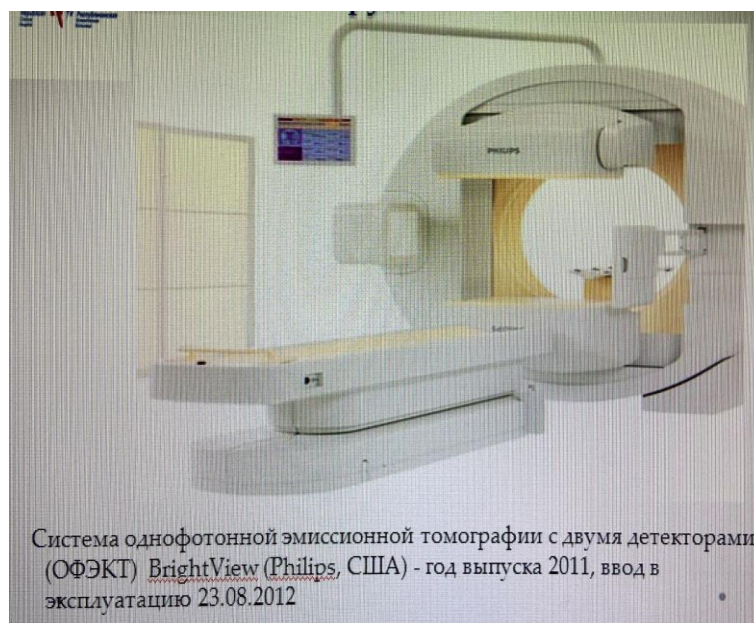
Эмиссионный томограф с двумя детекторами BrightView (Philips, США)
